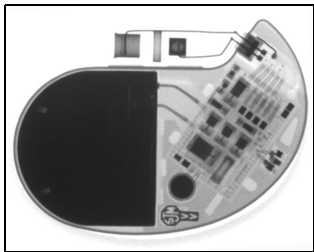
Radiografía del Verity ADx XL SR Modelo 5156 y SC Modelo 5056
